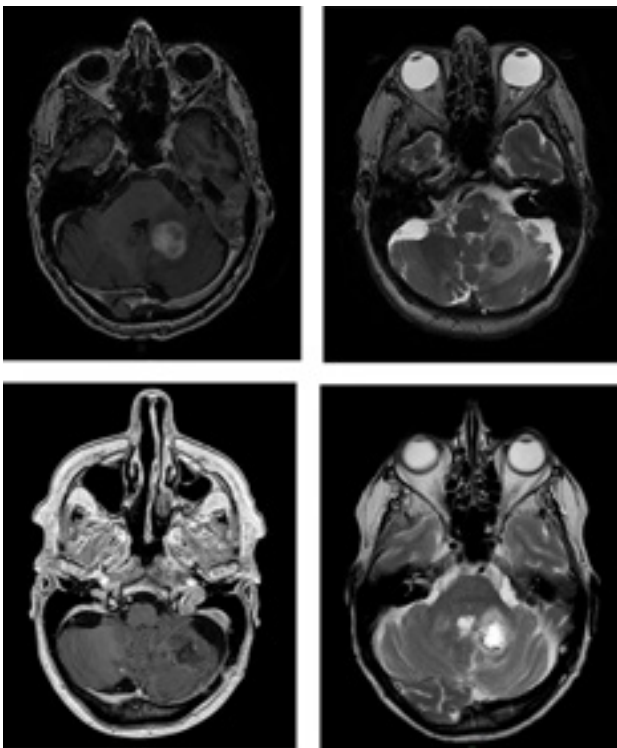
RMN de encéfalo con contraste. En hilera superior se presentan las imágenes preoperatorias (secuencia gadolinio a izquierda y T2 a derecha) en las que se evidencia una lesión en hemisferio cerebeloso izquierdo, lobulada, con marcado edema, que ejerce efecto de masa sobre el IV ventrículo y realza de modo heterogéneo con gadolinio. En la hilera inferior se muestran las imágenes del control realizado al séptimo día postoperatorio evidenciándose una exéresis total del tumor.
